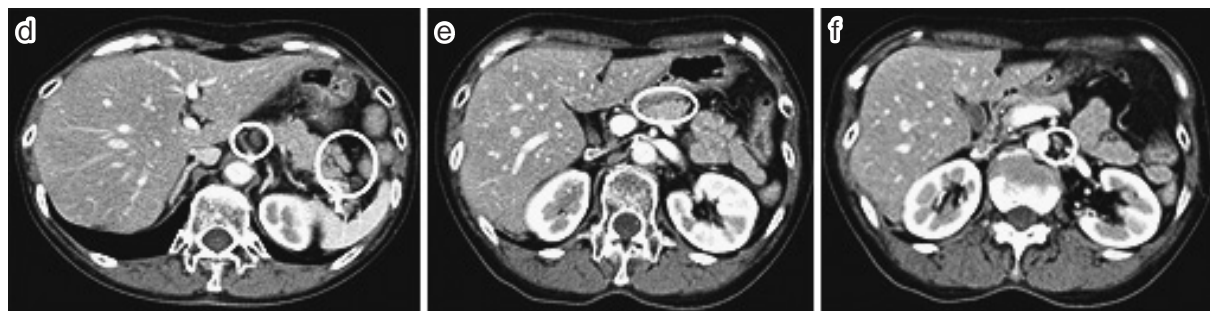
~ f. Preoperative computed tomography examinations.
